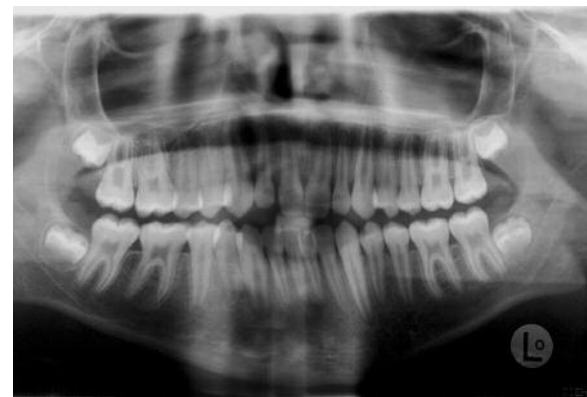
Ortopantomografia pré-tratamento; 14 anos e 8 meses
